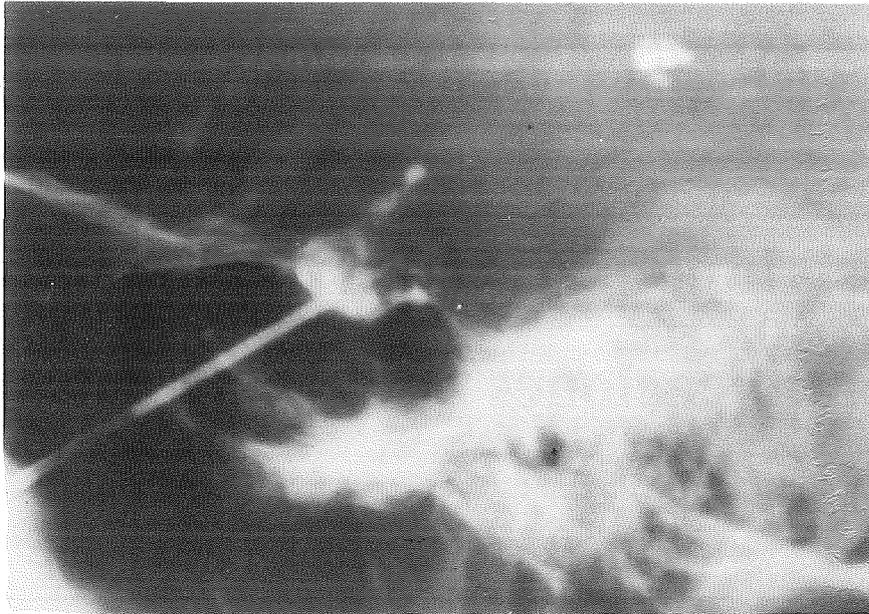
Radiografía lateral de cráneo que muestra la punta de trócar en el interior de la silla turca. El contraste radiopaco inyectado delinea la glándula pituitaria, su tallo y el receso suprapineal del III ventrículo.
